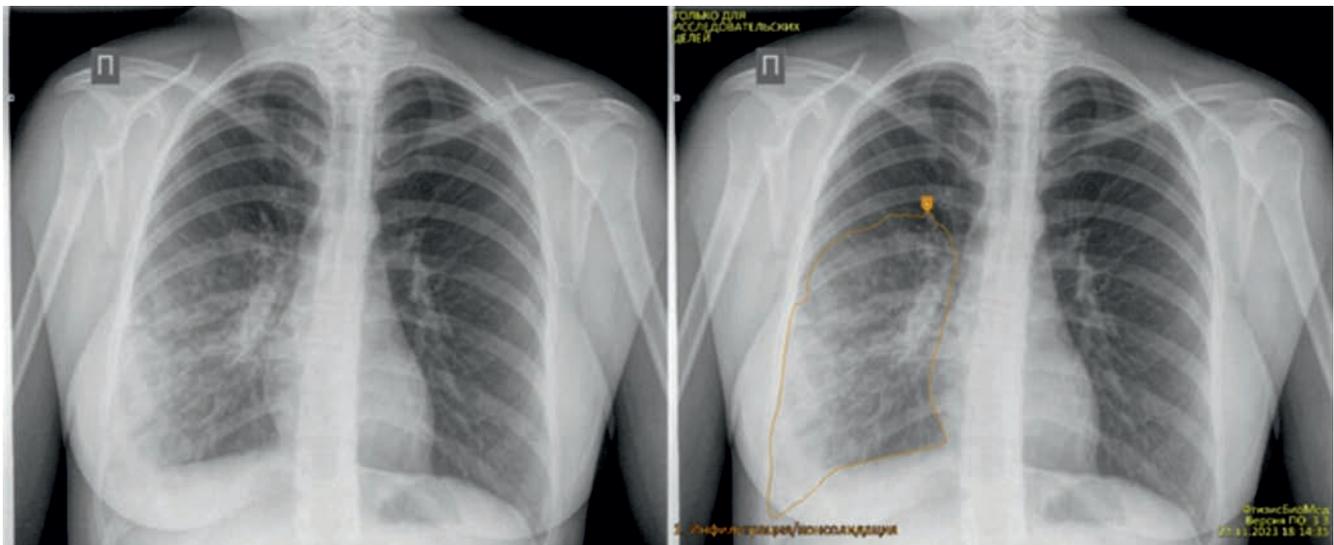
Результаты рентгенографии случая 2
